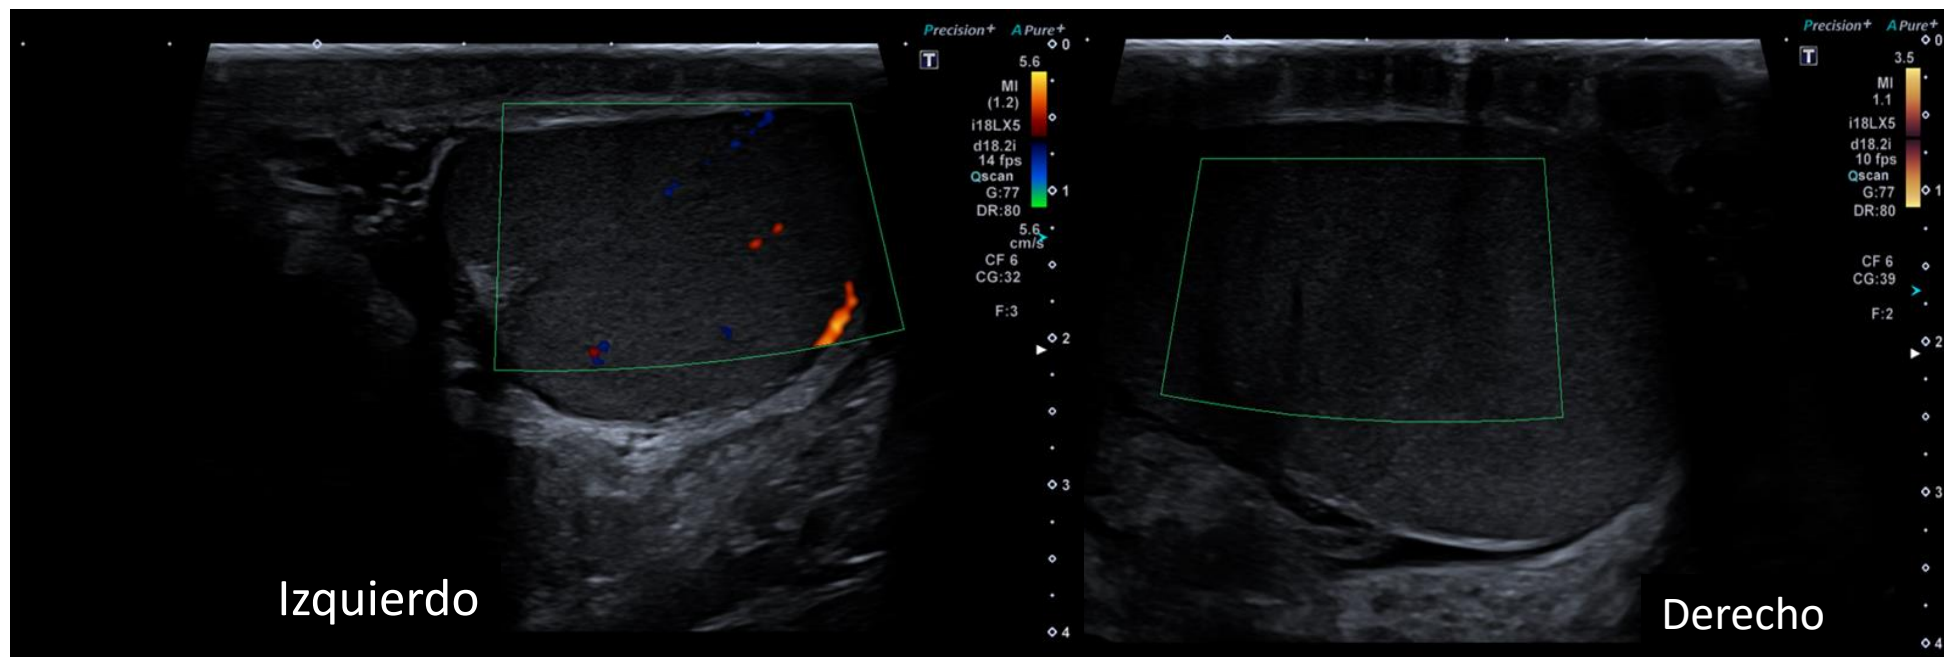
A y B. Comparación en estudio Doppler color de vascularización testicular. Teste derecho sin señal, isquémico.
